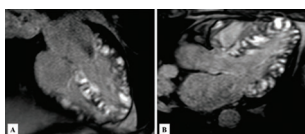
Resonancia magnética cardíaca. (A) Vista axial en corte coronal y (B) vista axial en corte axial, en donde se identifica masas en el fondo ventricular de predominio izquierdo y definición difusa ventricular biventricular de masas primario conocido (melanoma metastásico).
